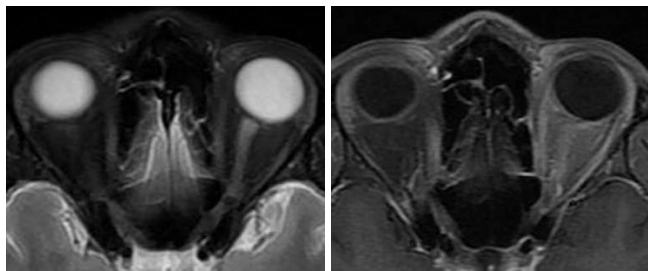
In patient 2, optic neuritis at first attack. T2-weighted axial image (A) shows high-signal intensity foci in the minimally expanded left optic nerve. These lesion enhances following intravenous contrast administration on fat saturated T1-weighted image (B).
